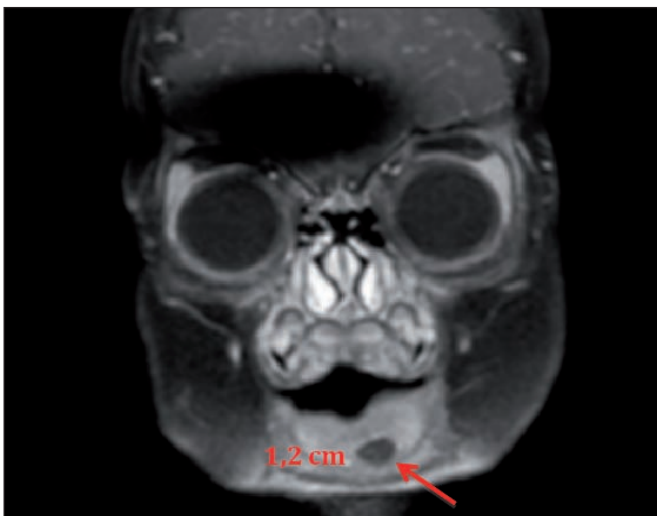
Caso 2. Resonancia magnética que muestra el segundo locus quístico en base lingual (situación y dimensiones de la lesión).
